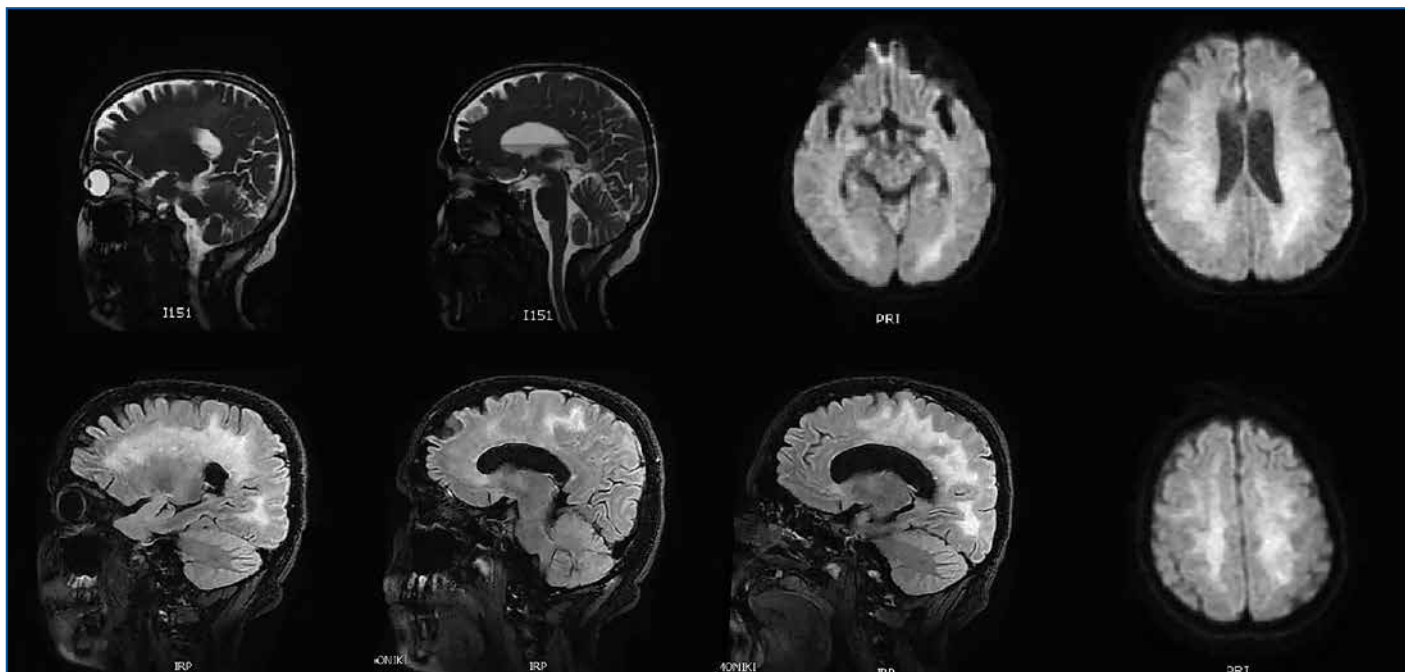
Данные МРТ головного мозга от 08.06.2019: многоочаговое поражение вещества лобных, теменных и височных долей обеих гемисфер головного мозга, мозолистого тела, базальных ядер слева (очевидно, в рамках демиелинизирующего заболевания)
